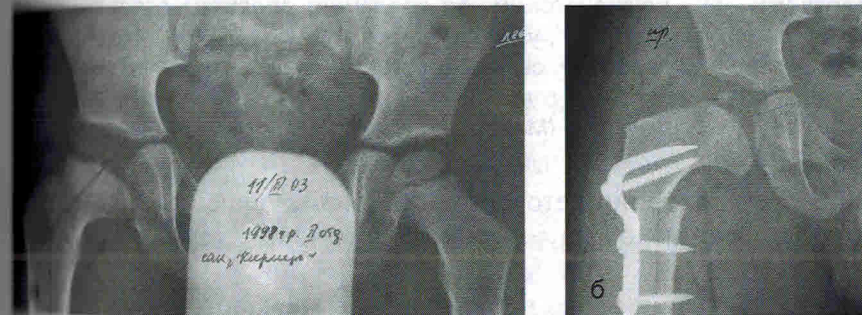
Больной Ю., 5 лет (история болезни № 192, 2002 г.). Диагноз: болезнь Пертеса справа, IV группа по Catterall, стадия восстановления: а — рентгенограмма до операции; латерализация головки, шеечно-диафизарный угол 135° , угол антеверсии шейки 45° ; б — рентгенограмма после операции; головка центрирована, шеечно-диафизарный угол 115° (Майоров А.Н., 2009)
